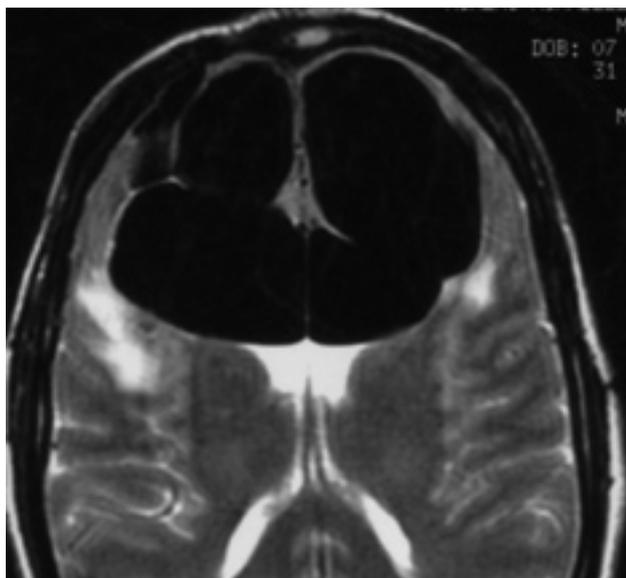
Imagen de TC en corte axial que demuestra la extensión del neuromoencéfalo.
